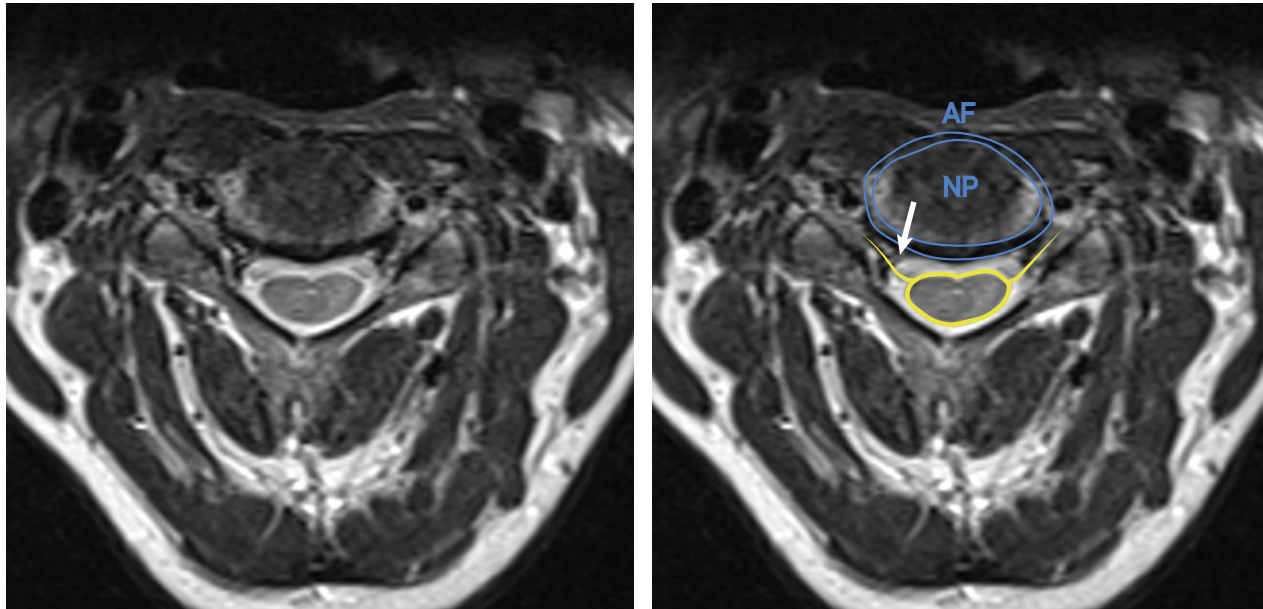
Coupe axiale (IRM - T2) d'un disque cervical normal. Notez le trajet du neuroforamen par rapport au disque (en bleu). AF : Annulus Fibrosus, NP : Nucleus Pulposus. En jaune, le cordon médullaire et les racines. En blanc, le trajet le plus classique de sortie de la hernie : dans le neuroforamen.
